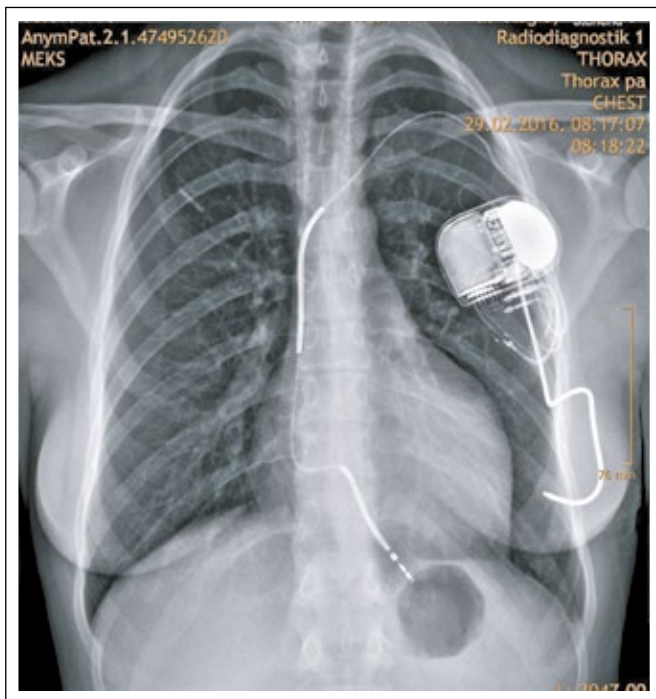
Röntgenbild nach Umrüsten des ICD-Systems auf Dual-coil-Elektrode plus subkutane Finger-Array-Elektrode.
